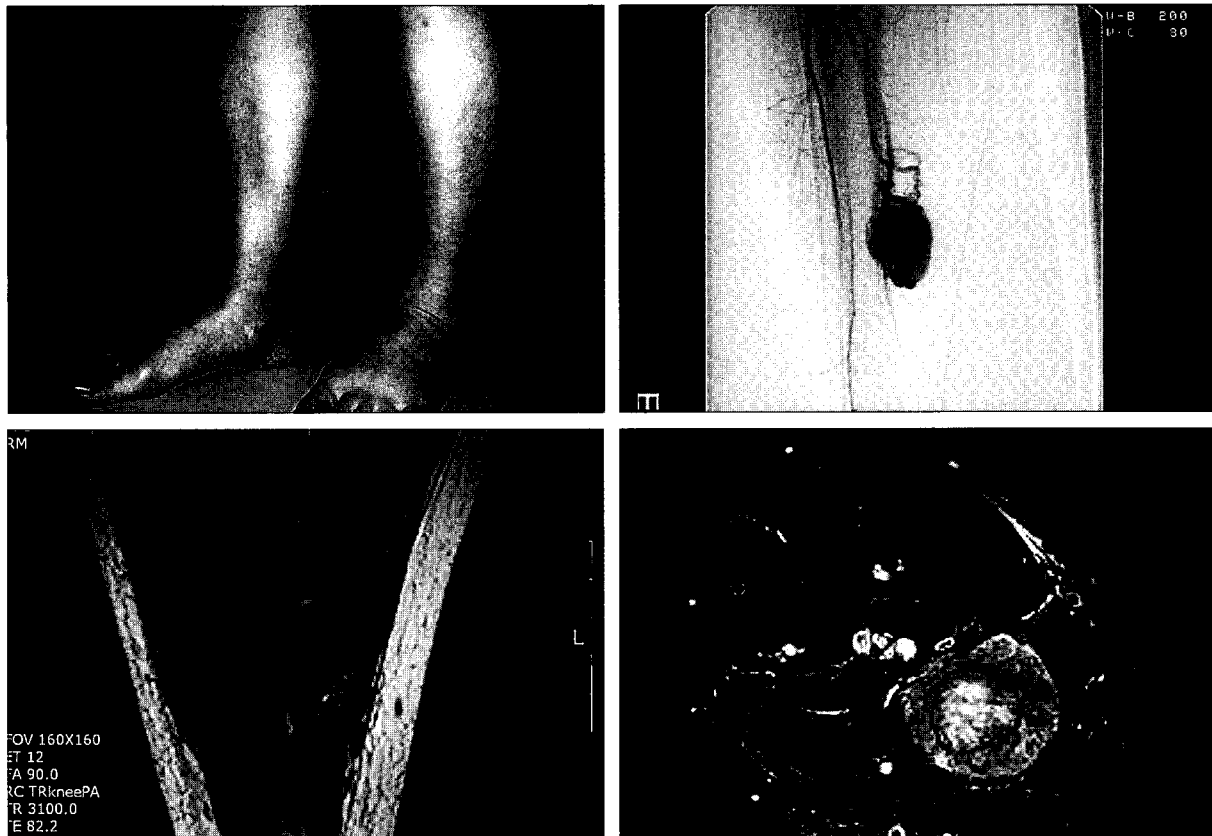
(Above, left) Preoperative photograph shows slightly protruding mass in the medial side of her right calf.(black arrow) (Above, right) Femoral angiogram shows encapsulated, hypervascular soft tissue tumor communiacted with posterior tibial vessels. (Below, left & right) MRI shows well enhanced heterogenous 3.7 × 3.0 cm sized mass in soleus muscle.
